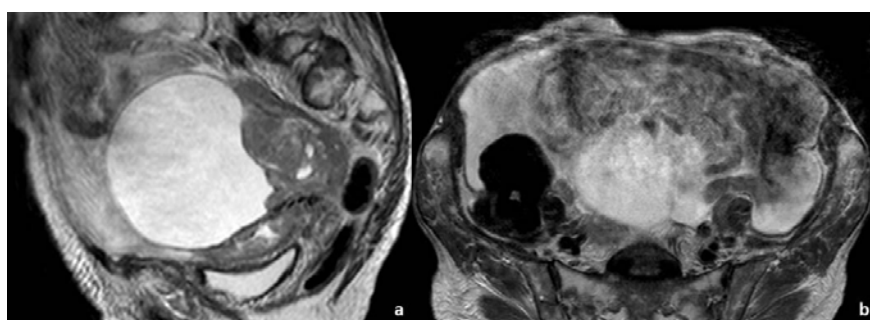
Mulher de 84 anos, com carcinoma do ovário e da trompa esquerda. A acuidade da RM pélvica realizada para estadiamento do tumor foi gravemente prejudicada por artefactos de movimento, como demonstram estas imagens de sequências ponderadas em T2, no plano sagital (a) e axial (b), em que as estruturas pélvicas têm contornos esfumados e indistintos devido aos referidos artefactos.
